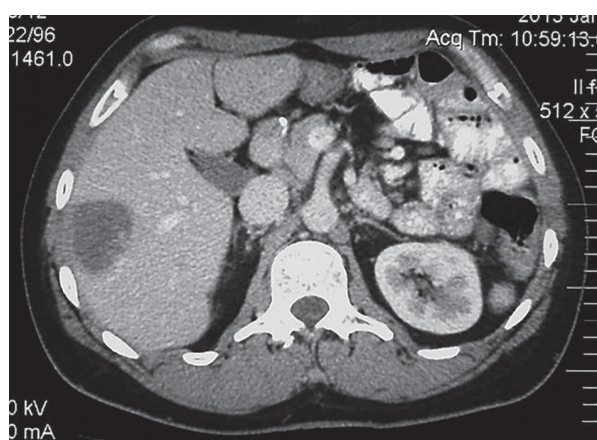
Tomografia komputerowa chorego z przerzutem raka żołądka na pograniczu segmentu II, III i IV wątroby
